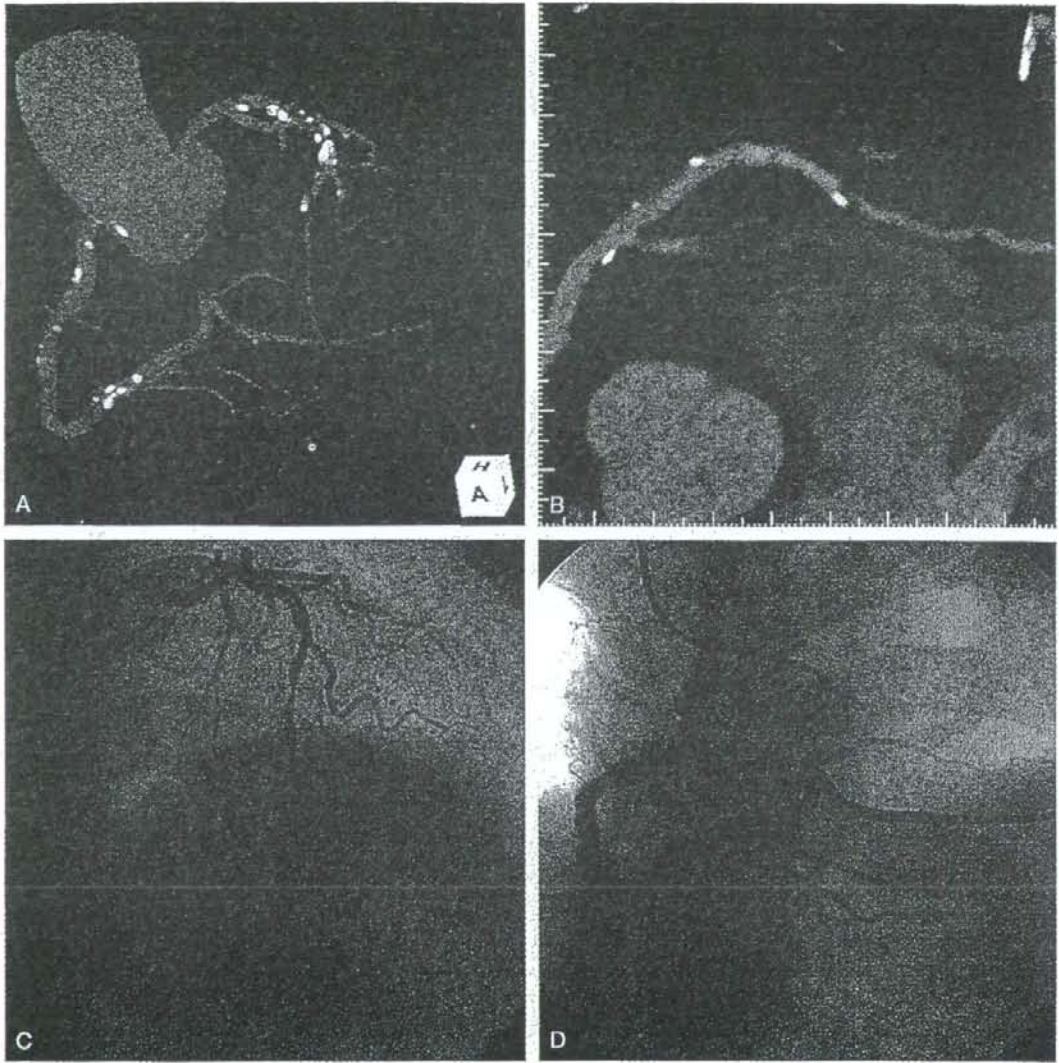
冠動脈CTと冠動脈造影の対比, 狭窄部の対比
